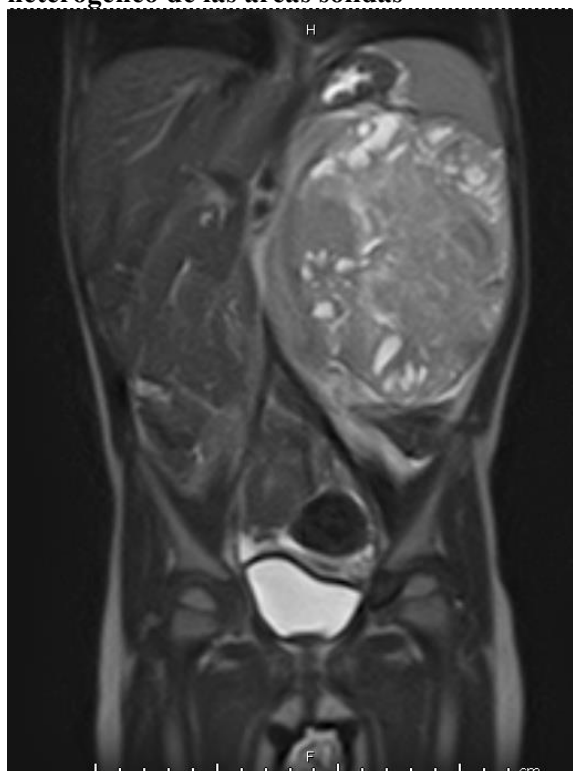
Resonancia magnética abdominal, reveló masa heterogénea con componentes sólidos y quísticos en el riñón izquierdo que mide 11x9 cm.
